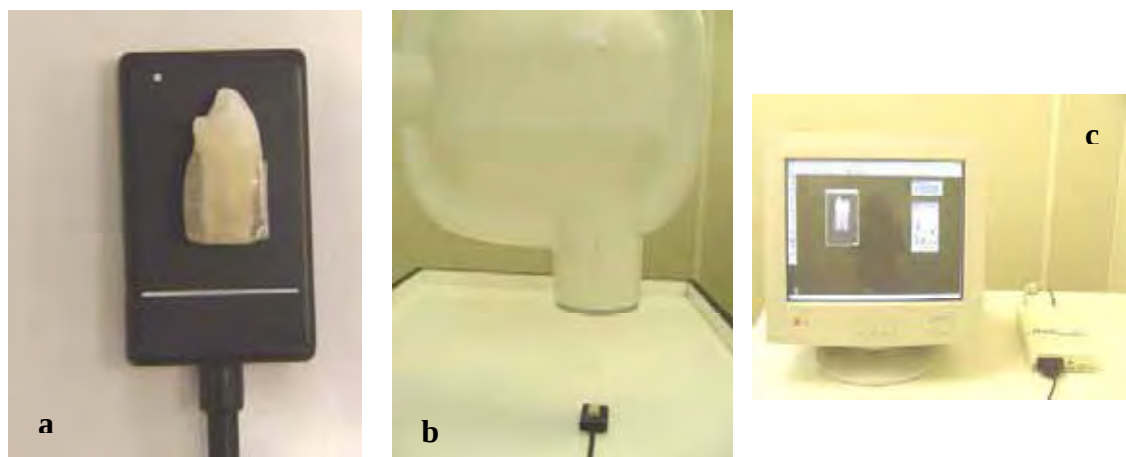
Sistema Radiography; a) Sensor CCD com posicionamento da amostra; b) posicionamento radiográfico e c) imagem digital captada pelo sensor.
